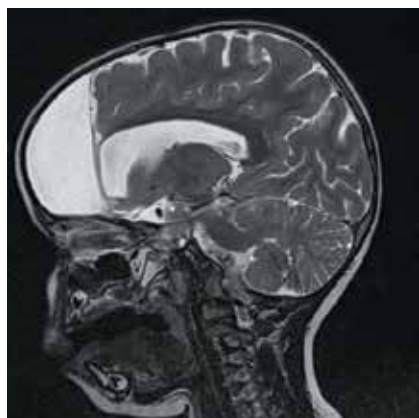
Пациентка С., магнитно-резонансная томография в режиме T2 (после операции)
